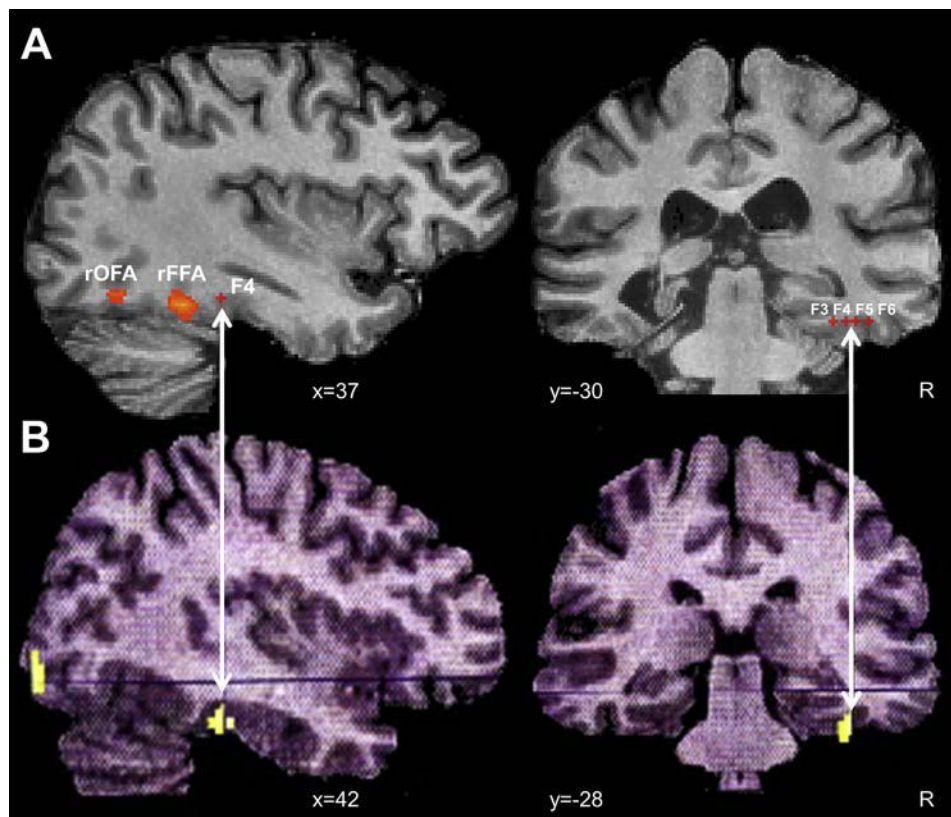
The critical stimulation sites overlap the location of PET activations for familiar faces (Rossion et al., 2001). Comparison of the locations of the stimulated region in the present study (A.) and the differential activation for familiar and unfamiliar faces in the PET study of Rossion et al. (2001) (B.), in sagittal and coronal slices. The right anterior FG PET activation displayed below (Talairach coordinates: $x: 42, y: -28, z: -24$) was anterior to the localized right FFA ($x: 38, y: -44, z: -28$; Rossion et al., 2003b).
